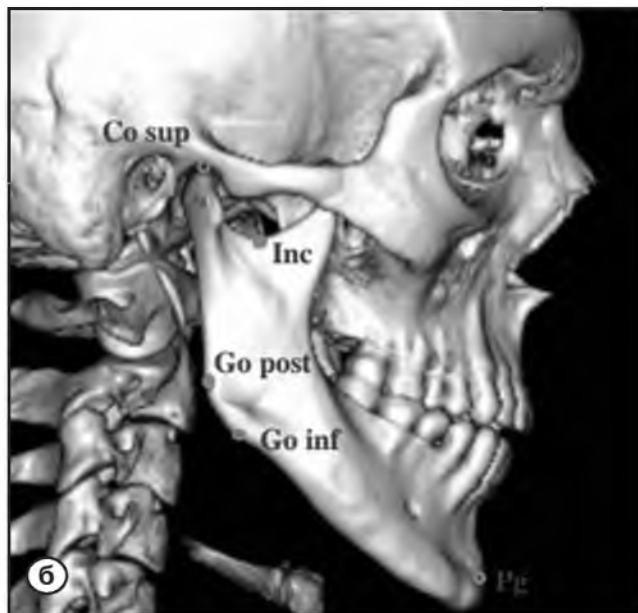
Компьютерная томография. Трехмерные реконструкции лицевого черепа. Скелетные точки, используемые для оценки размеров челюстей. (а) N – точка на передне-верхнем крае носолобного шва. (б) Pg – самая передняя точка подбородочного отдела; Go inf – наиболее нижняя точка в области угла нижней челюсти; Go post – наиболее задняя точка в области угла нижней челюсти; Co sup – самая верхняя точка головки мыщелкового отростка нижней челюсти; Inc – наиболее низко расположенная точка вырезки нижней челюсти.
